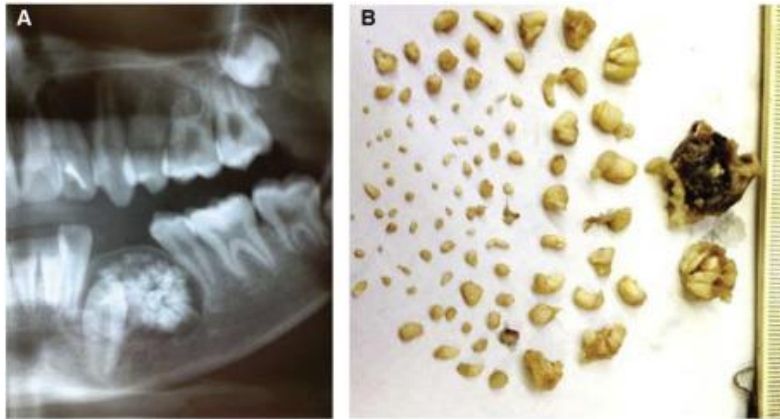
Radiografía de un odontoma. (42)
